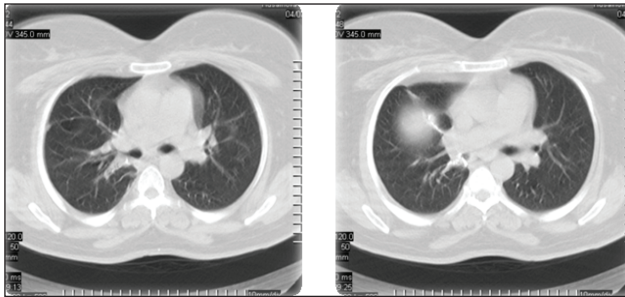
Компьютерная томограмма больной Х. после хирургического лечения
